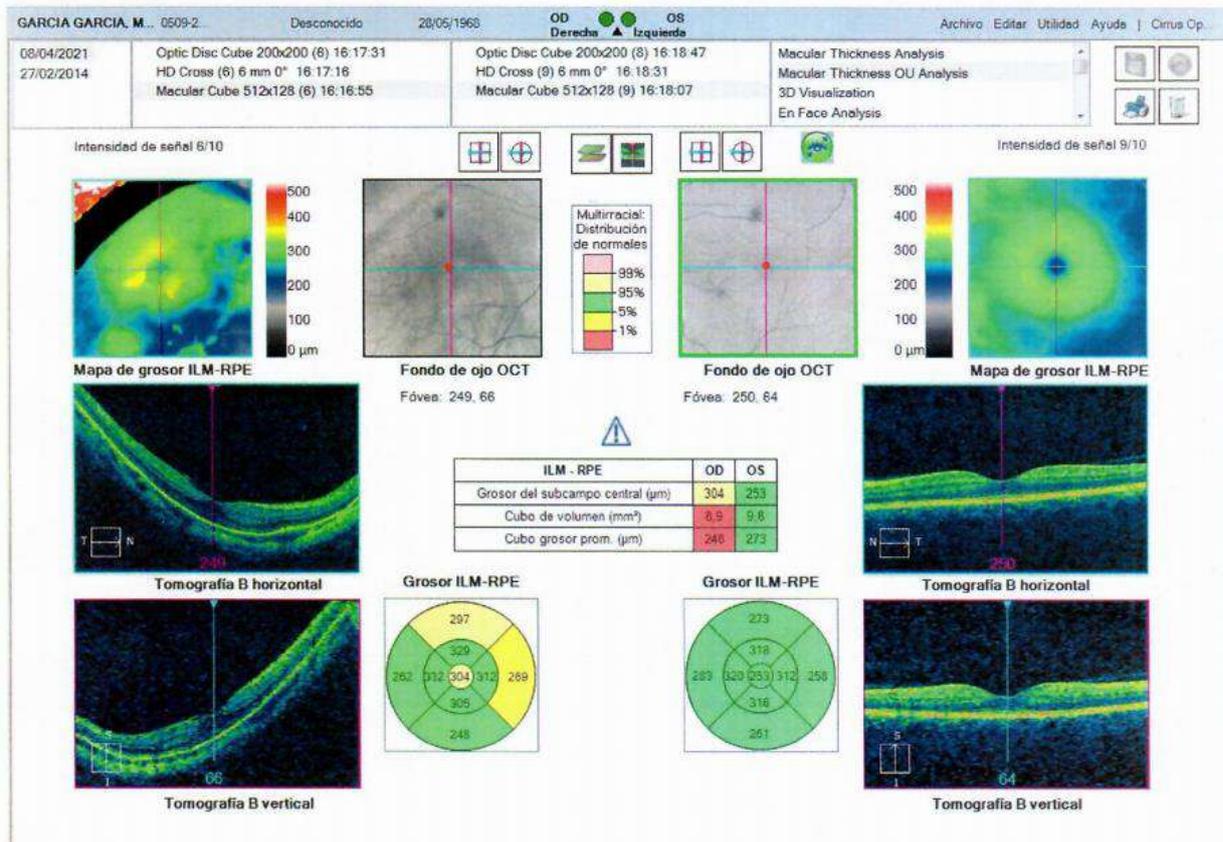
Tomografía del OD y OI. Comparación retinas contralaterales
